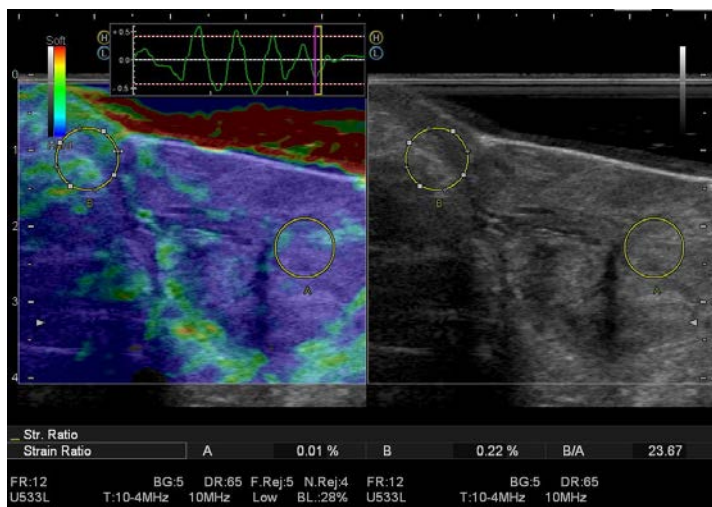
ЭРУЗИ + соноэластограмма. Ворсинчатая опухоль прямой кишки имеет значительные участки синего окрашивания. К., И/Б 2544 – 2012 Заключительный диагноз: малигнизированная ворсинчатая опухоль (фокусы carcinoma in situ) на 6 см от края ануса диаметром 4,5 см
